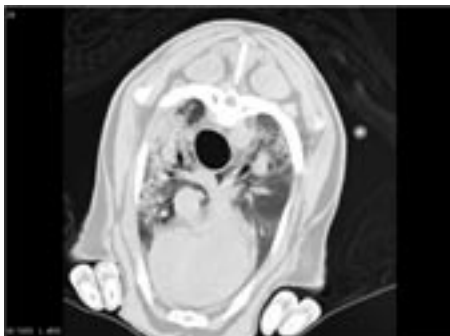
CT av sau, kontrollgruppe, Fig. 2. CT av sau med LPS-indusert lungeskade, Fig. 3. CT av sau med LPS-indusert lungeskade som har blitt behandlet med aktivert protein C.
